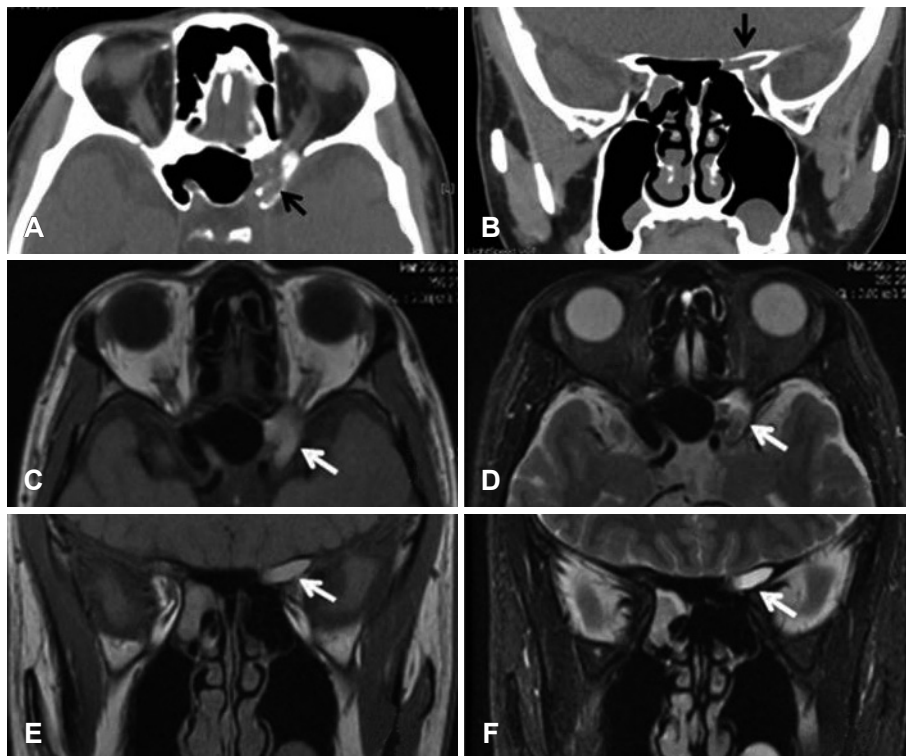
Image findings at first hospital visit. Orbital CT demonstrates a soft tissue density lesion (black arrow) in the left anterior clinoid process with involvement of the optic canal (A and B). Orbital MRI demonstrates a well-defined cystic hyperintense lesion (white arrow) involving left anterior clinoid process on both T1 and T2-weighted (C and D). An oval shaped lesion (white arrow) compressing the left optic nerve on both T1 and T2-weighted coronal image (E and F). The findings are in keeping with a chronic mucocoele with low water and high protein content.
